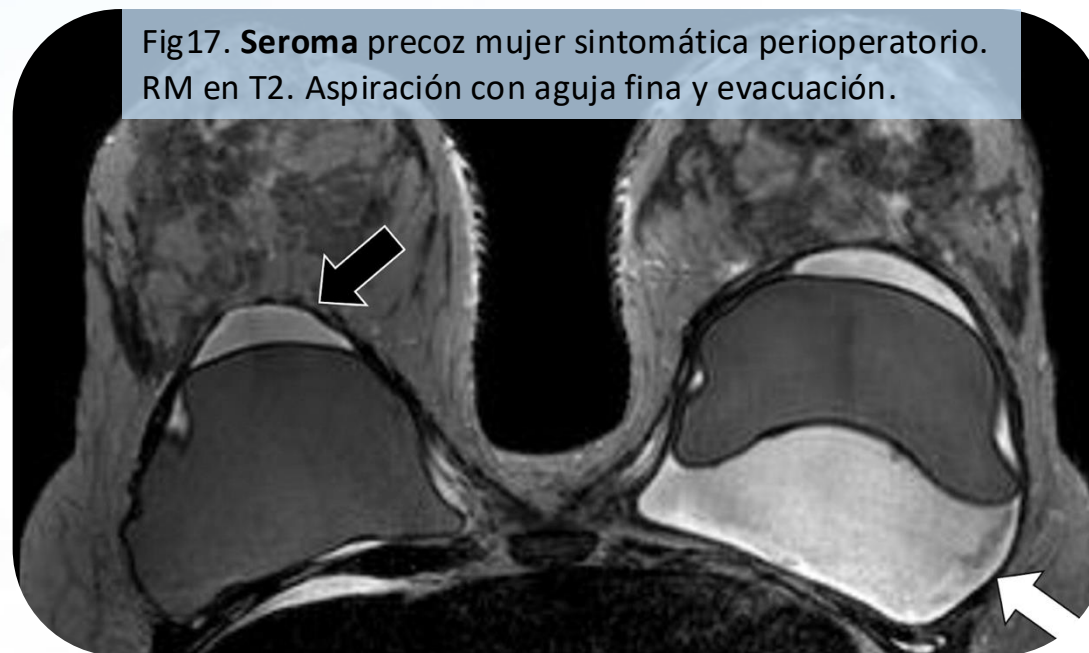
Seroma precoz mujer sintomática perioperatorio. RM en T2. Aspiración con aguja fina y evacuación.
